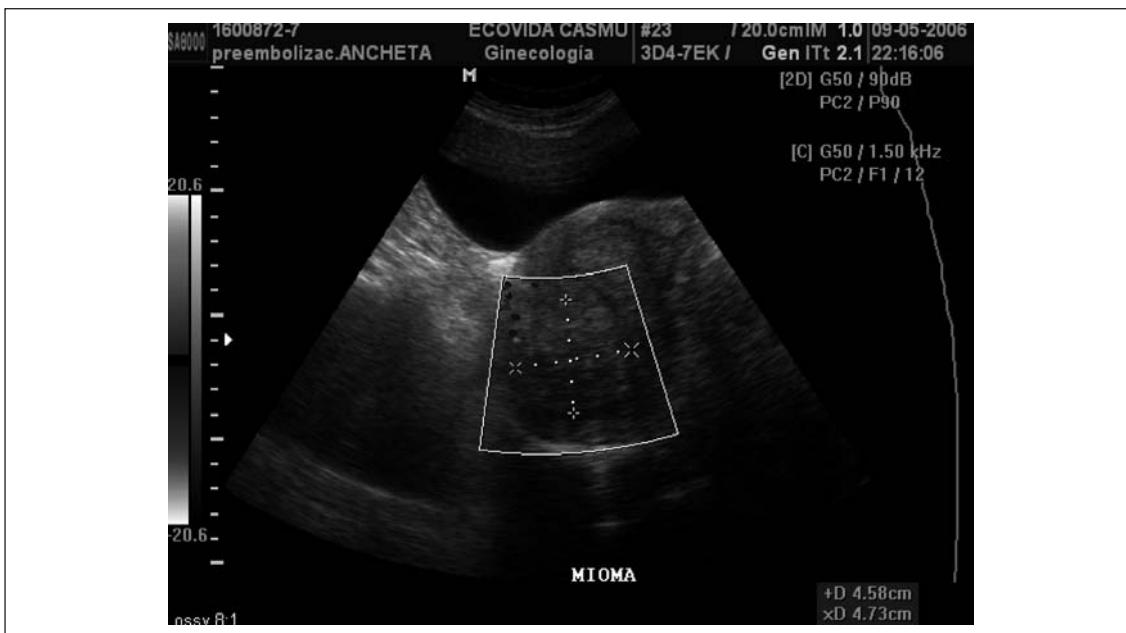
Mioma y su vascularización al Doppler color (antes de la embolización).
